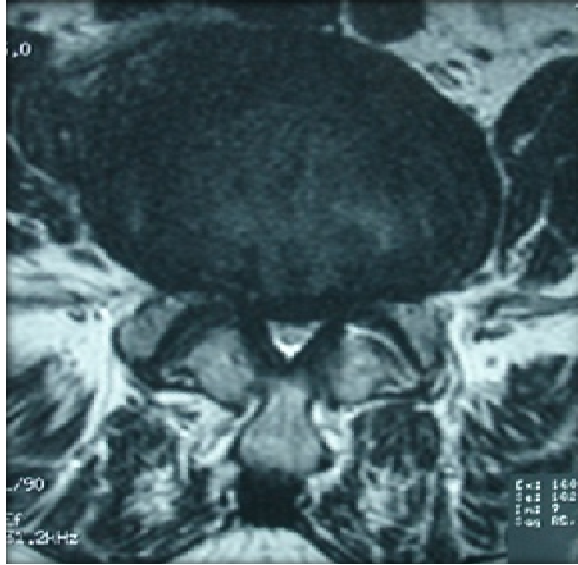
Coupe axiale d'une IRM lombaire en séquence pondérée T2 montrant l'aspect d'un CLE constitutionnel avec une protrusion discale et une arthrose interapophysaire postérieure.
